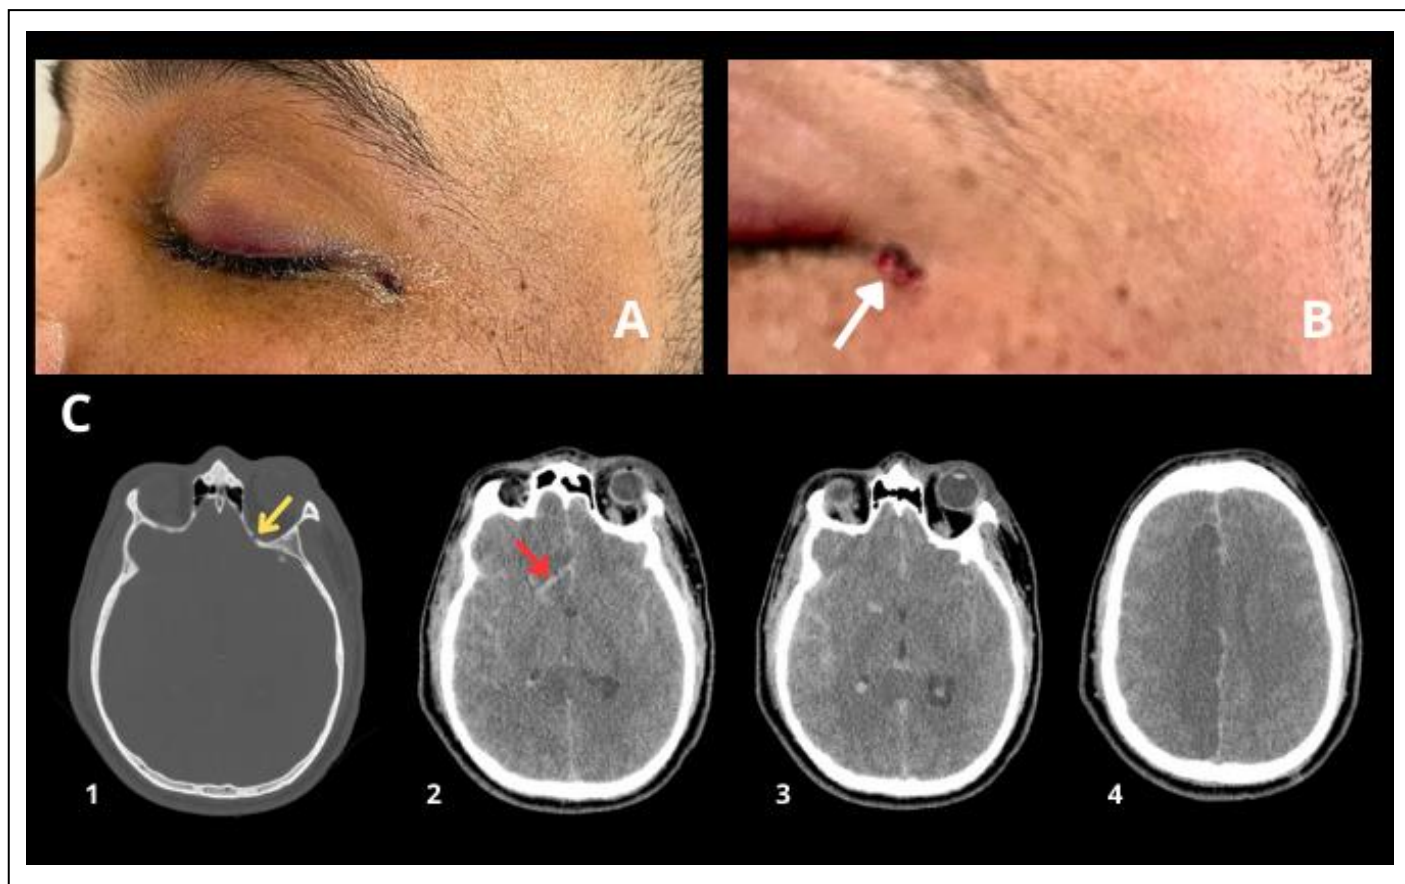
Lesión ocular y TC de cráneo sin contraste. A: lesión externa ocular. B: orificio de entrada en comisura externa del ojo izquierdo (flecha blanca). C1: ventana ósea con fractura a nivel de piso anterior de base de cráneo, sobre techo de órbita izquierda (flecha amarilla). En ventana encefálica C2 se observa trayecto hemorrágico (flecha roja), C3 hemorragia subaracnoidea traumática y hemorragia interventricular. En C4 se observa área hipodensa frontoparietal parasagital derecha de aspecto isquémico.
